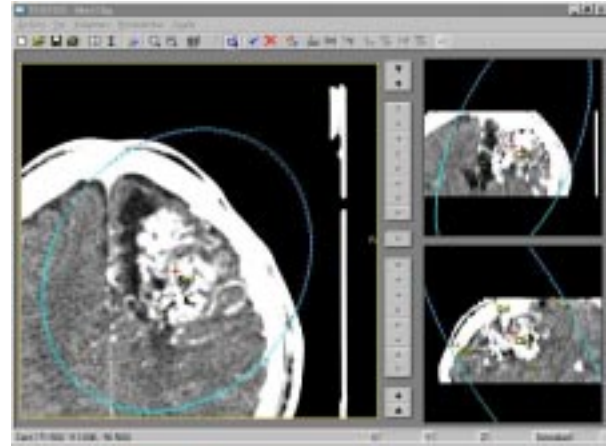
Planificación de la craneotomía sobre imágenes de TAC del caso anteriormente mostrado en la Figura 1. Obsérvese dificultad para localizar los componentes de la MAV.
